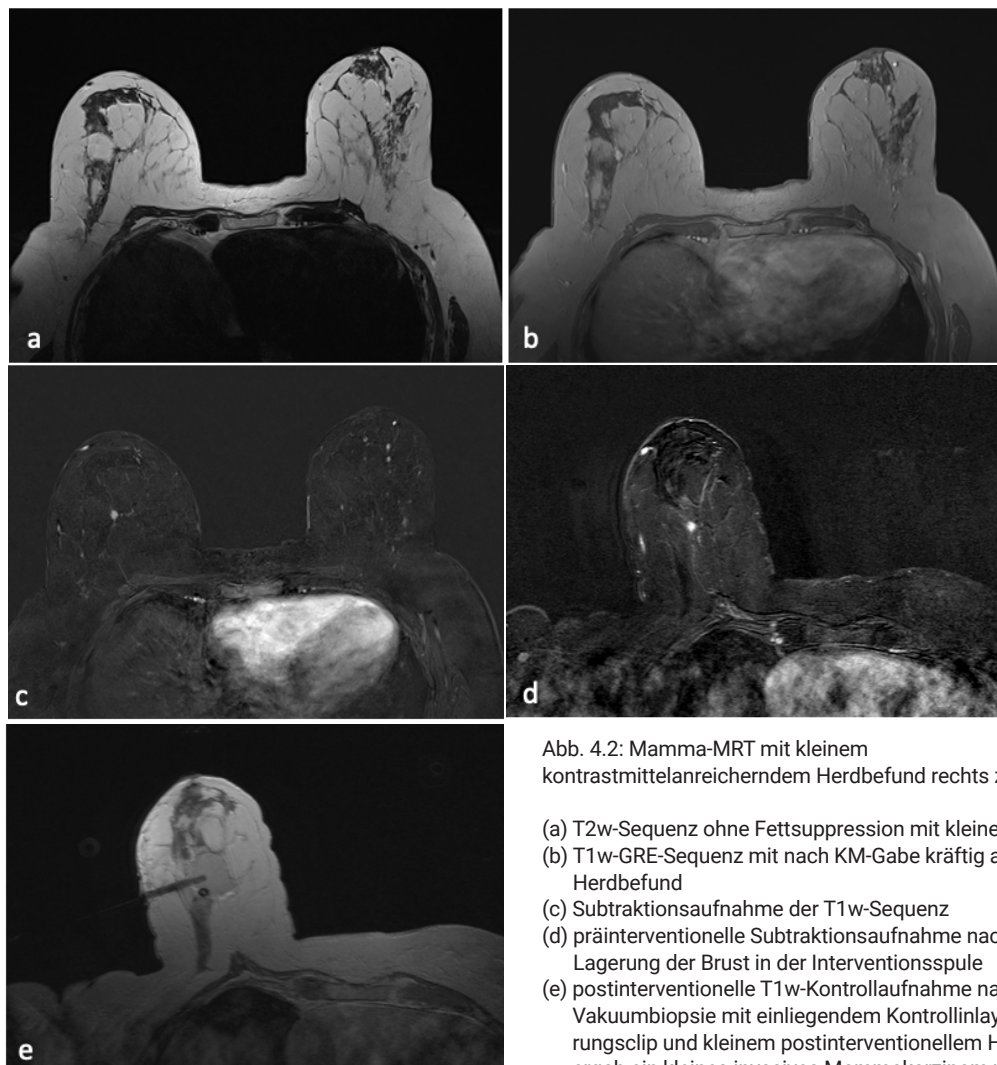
Mamma-MRT mit kleinem kontrastmittelanreicherndem Herdbefund rechts zentral
